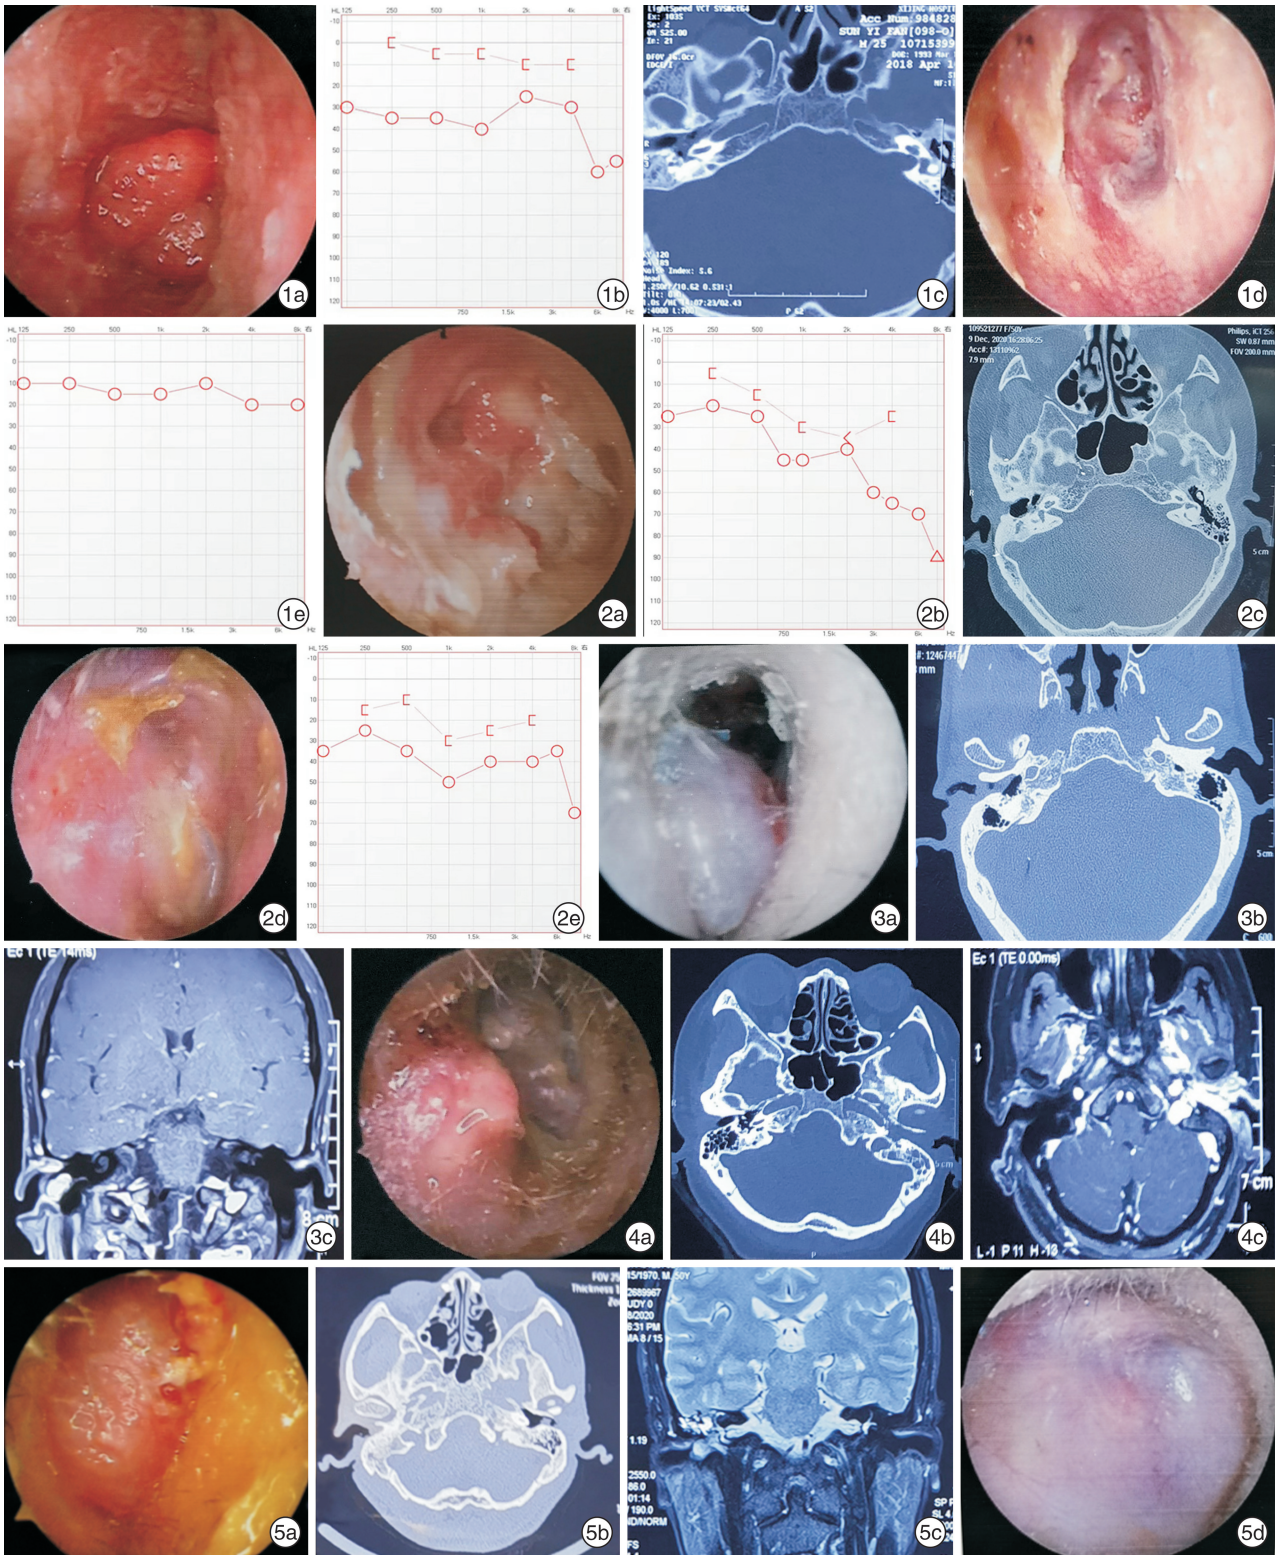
例 1 患者资料 1a:术前右侧耳内镜检查;1b:术前听力;1c:术前颞骨轴位 HRCT;1d:术后 3 个月耳内镜检查;1e:术后听力; 图 2 例 2 患者资料 2a:术前右侧耳内镜检查;2b:术前听力;2c:术前颞骨轴位 HRCT;2d:术后 1 年耳内镜检查;2e:术后听力; 图 3 例 3 患者资料 3a:术前右侧耳内镜检查;3b:术前颞骨轴位 HRCT;3c:术前冠状位增强 MRI; 图 4 例 4 患者资料 4a:术前左侧耳内镜检查;4b:术前颞骨轴位 HRCT;4c:术前轴位增强 MRI; 图 5 例 5 患者资料 5a:术前右侧耳内镜检查;5b:术前颞骨轴位 HRCT;5c:术前冠状位 MRI;5d:术后 12 个月耳内镜检查。
